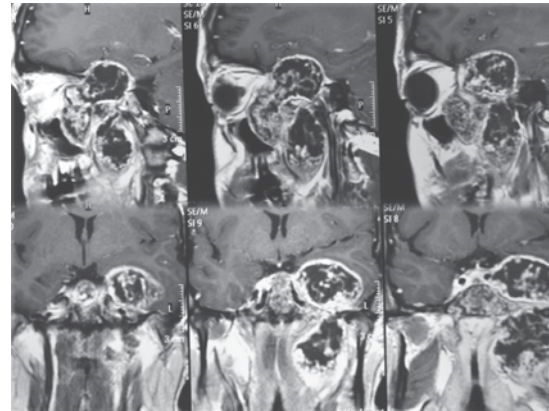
Resonancia magnética nuclear contrastada con gadolinio en fase T1. Cortes sagitales y coronales en los que se aprecia la extensión tumoral hacia fosa craneal media, ápex orbitario, fosa infratemporal, seno maxilar y espacio parafaríngeo izquierdos. El tumor afecta al seno cavernoso ipsilateral, así como a la carótida interna en su recorrido intracavernoso; también se aprecia cómo desplaza la vía aérea y produce compresión del lóbulo temporal izquierdo y del tercer ventrículo.
